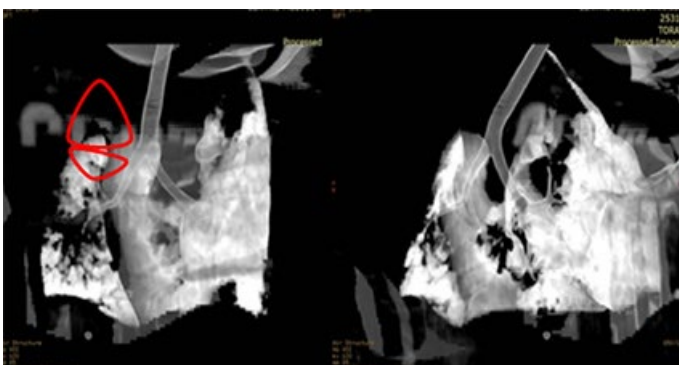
Tomografía computarizada multidetector. Reconstrucción. Agenesia de lóbulo superior y medio con hipoplasia del lóbulo inferior del pulmón derecho (triángulos en rojo)
